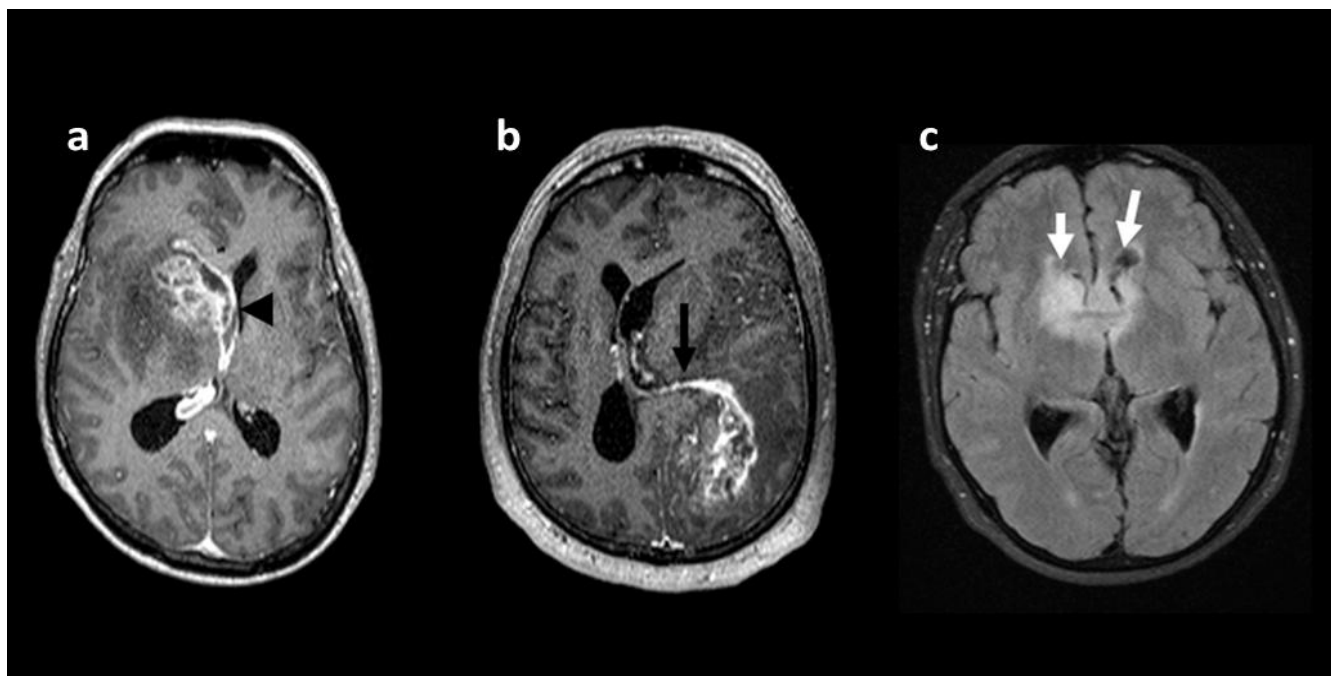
Exemples d'invasió ependimària. (a, b) Seqüències T1-Gd, (c) seqüència FLAIR. (a) S'observa realçament del sistema ventricular, en contacte amb un GB frontal dret (cap de fletxa negra). (b) En aquest cas, s'aprecia un realçament del sistema ventricular (fletxa negra), que s'esten per la banya occipital esquerra. (c) GB transcallós que presenta àrees d'hiperintensitat a la seqüència FLAIR amb component infiltratiu a ambdues banyes ventriculars frontals (fletxes blanques) (*Elaboració pròpia*).
